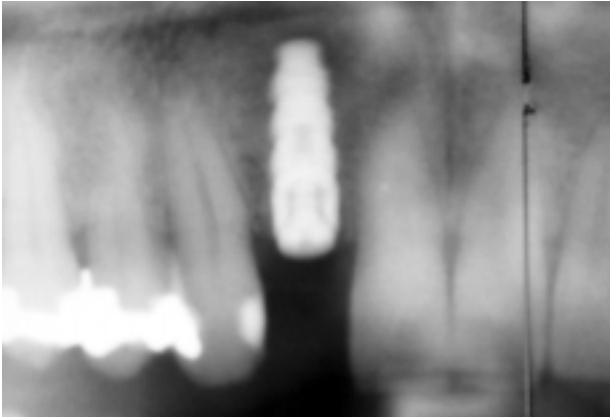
Röntgenbild Implantat Regio 012 vor provisorischer Versorgung.
